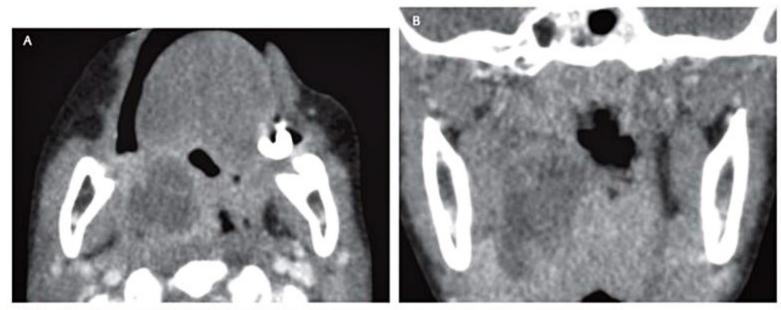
Abscesso amigdaliano. TC axial (A) e coronal (B) com contraste. Coleção na loja amigdaliana direita.
